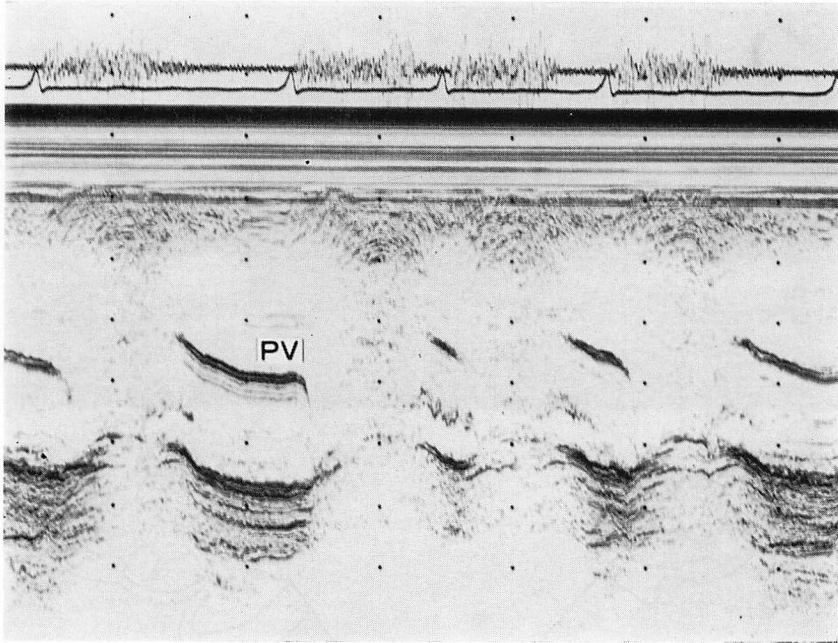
M-mode echocardiogram in a patient with a vegetative lesion in the pulmonary artery wall.
